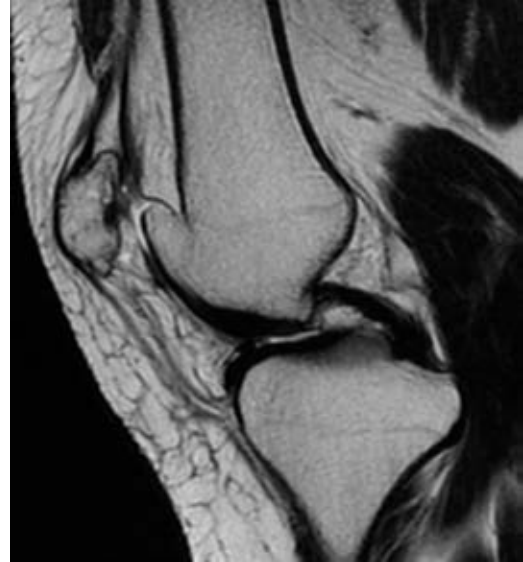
Resonancia magnética de rodilla izquierda en secuencia T2 sagital, donde se constata la patela accesoria en disposición medial, con presencia de fibras tendinosas de fijación.
